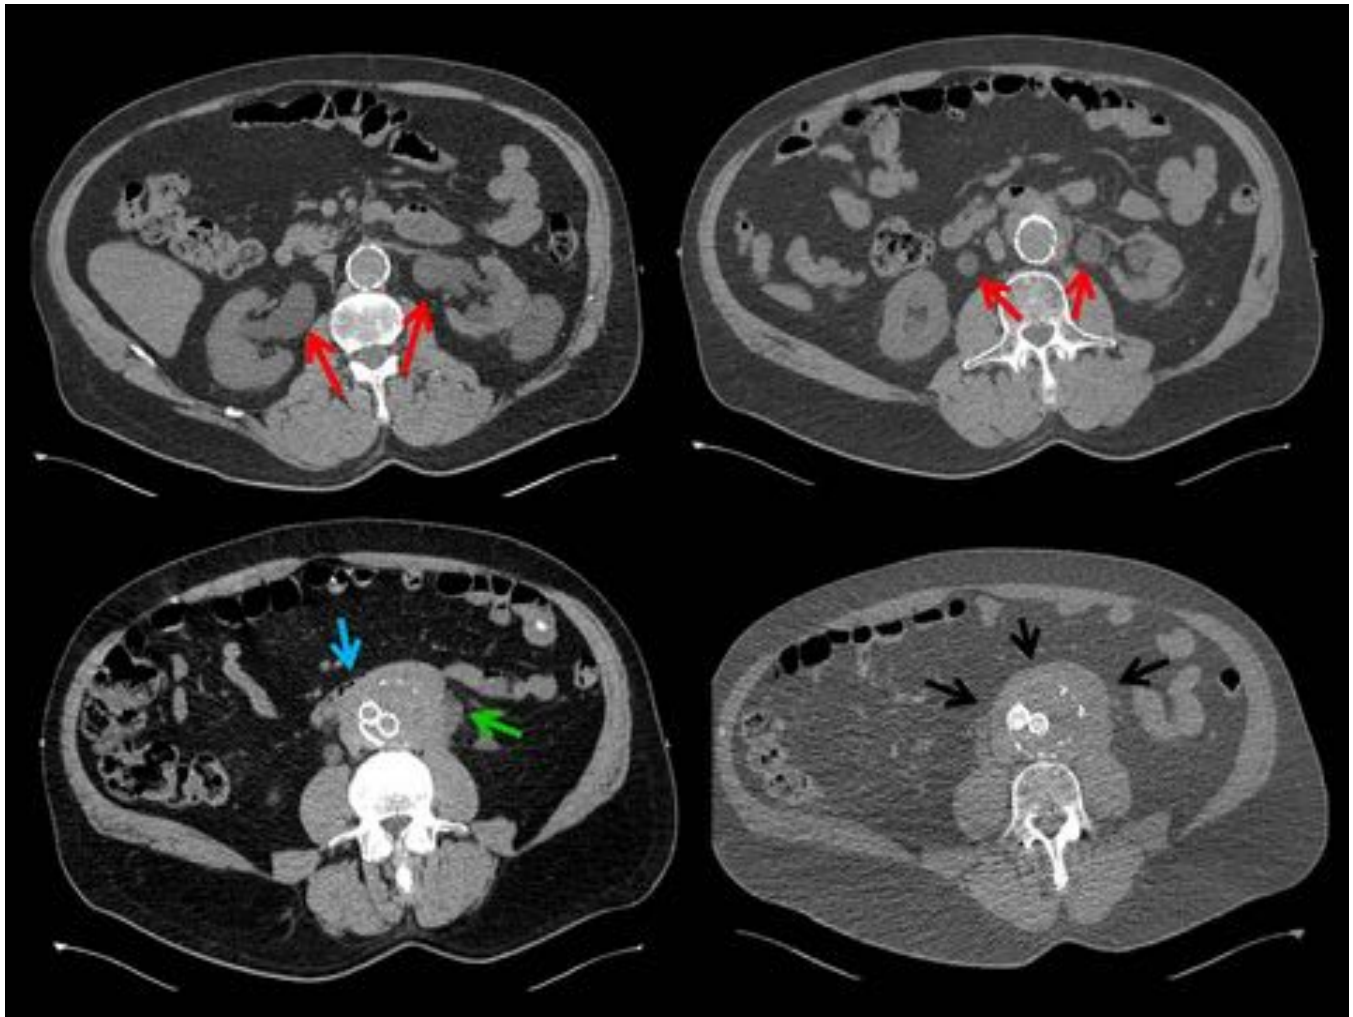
Paciente de 70 años que acude urgencias con oligoanuria y una creatinina de 6. En el TC se observa una importante fibrosis retroperitoneal peri-aneurismática (aneurisma aórtico inflamatorio) alrededor de la arteria aorta infrarenal (flechas negras) y que engloba ambos ureteres (flecha verde) provocando una ureterohidronefrosis secundaria (flechas rojas). También engloba parcialmente a asas de intestino delgado (flecha azul) sin provocar dilatación intestinal retrógrada.
